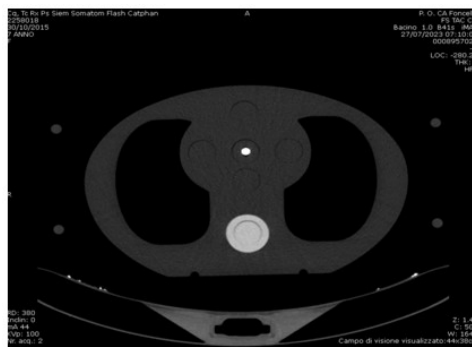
Quattro immagini ricostruite con CT Edge, rispettivamente a 40, 50, 70 e 120 Kev.
